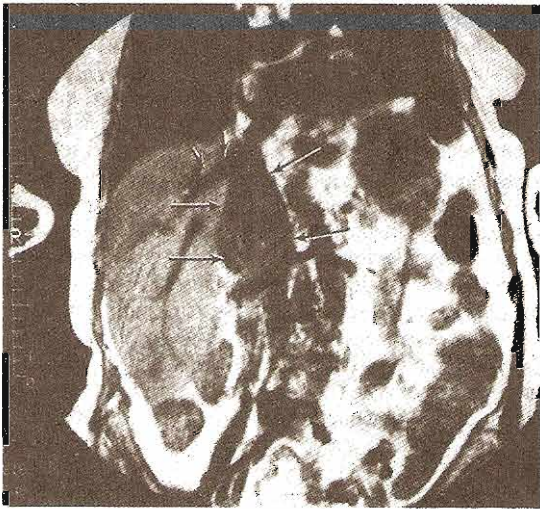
IRM coronal (T1) de un gran trombo tumoral en vena cava (flechas largas) en un paciente con carcinoma de células renales. El trombo se extiende justo hasta la entrada de las venas hepáticas (flechas cortas).
